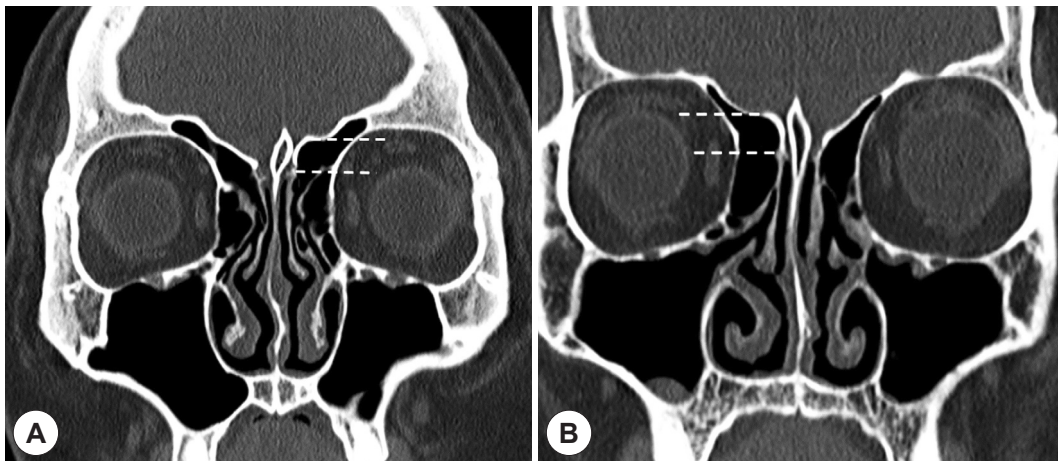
The lateral lamella length (LLL) is measured as the distance between the fovea ethmoidalis and the horizontal cribriform plate in the olfactory fossa of the coronal plane of PNS CT in which the crista galli was exactly well observed. The LLL on the left side is longer than that on the right one (A), The LLL on the right side is longer than that on the left one (B).
